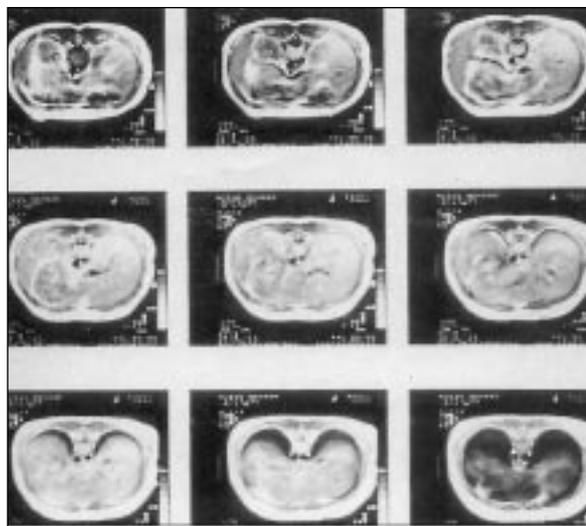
Cortes transversales (a) y frontal (b) de la resonancia magnética nuclear en los que se visualiza la atresia de la vena cava inferior en su segmento intrahepático, continuándose el segmento pre-renal de la vena cava inferior directamente con la vena ázigos derecha.
